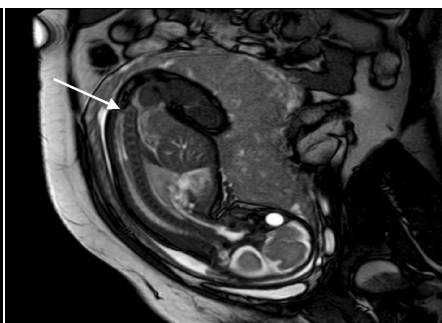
MRI矢状位T1WI显示胎儿骶尾椎大部分未见确切显示(箭头示)
